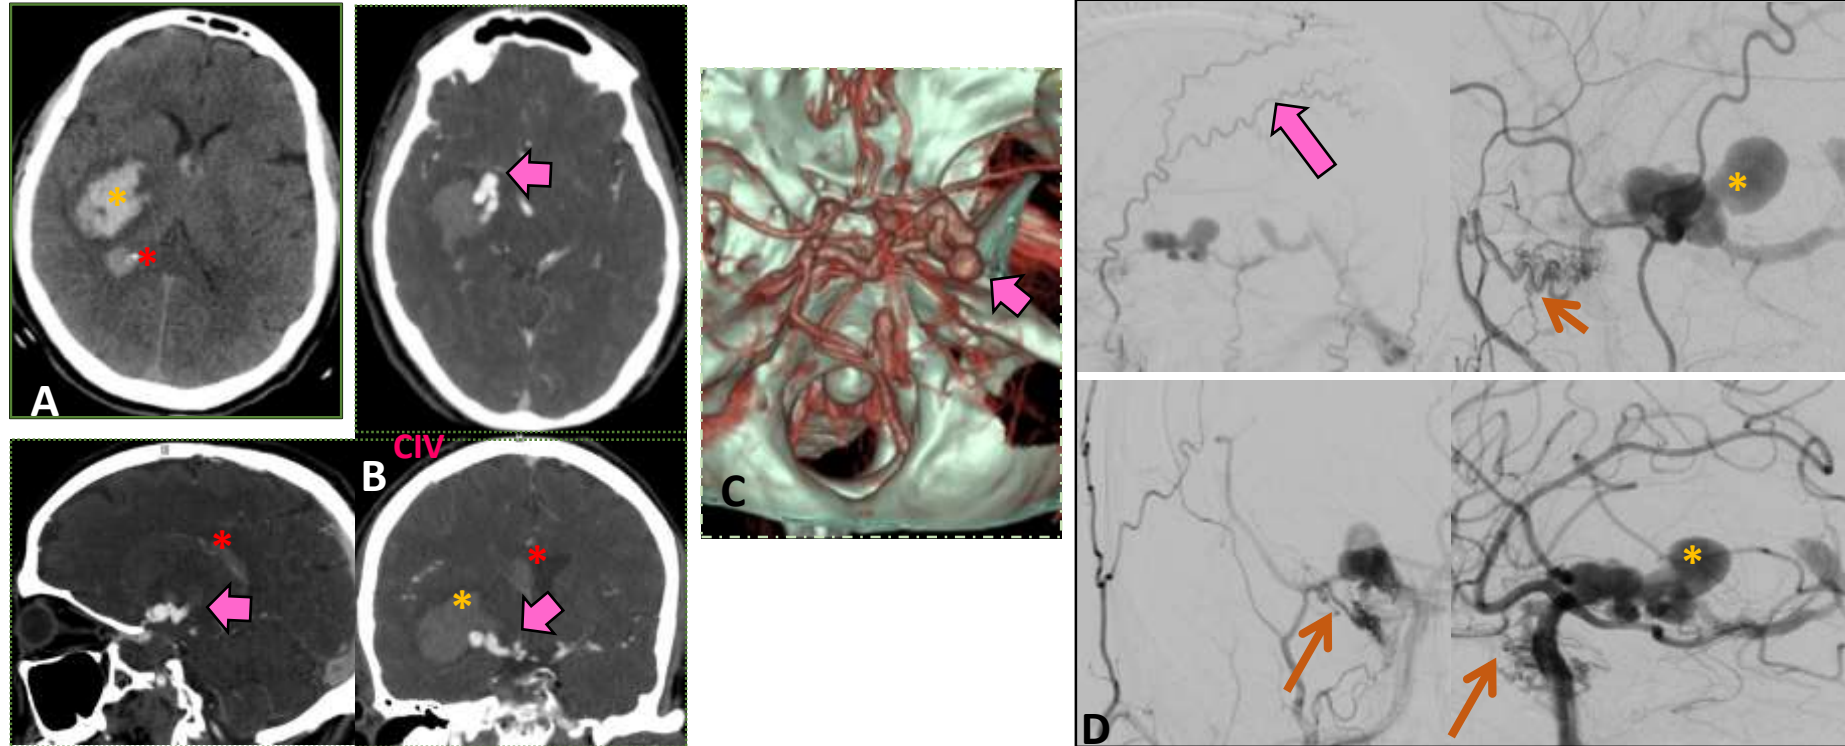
Varón de 56 años que presenta cefalea, heminegligencia del lado izquierdo y torpeza de la extremidad superior izquierda. A) La TC sin contraste reveló un hematoma agudo de los ganglios basales derechos (*) con extensión intraventricular (*) y edema perilesional asociado, con efecto de masa moderado. B) La angio-TC del polígono de Willis identificó una lesión vascular compleja adyacente a la cara posterior de la arteria carótida interna derecha, que se extendía hacia el hematoma y se comunicaba con estructuras venosas dilatadas (flechas gruesas) que convergían en las venas cerebrales internas y el seno recto (imagen C, reconstrucción volumétrica). D) La angiografía cerebral confirmó una fístula arteriovenosa dural (flecha delgada) con irrigación arterial del tronco inferolateral, el tronco meningohipofisario y la arteria meníngea media derecha. El drenaje venoso involucraba el seno cavernoso lateral, la vena basal izquierda de Rosenthal y el sistema venoso de Galeno-seno recto.
